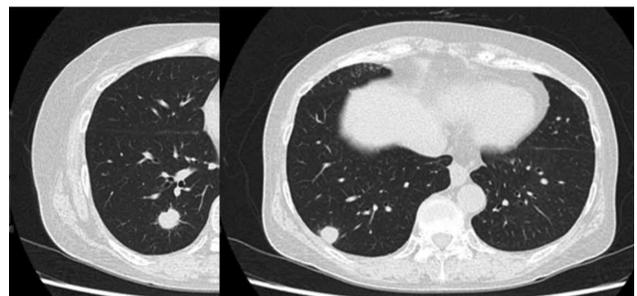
Pembrolizumab療法4コース終了時のCT像
